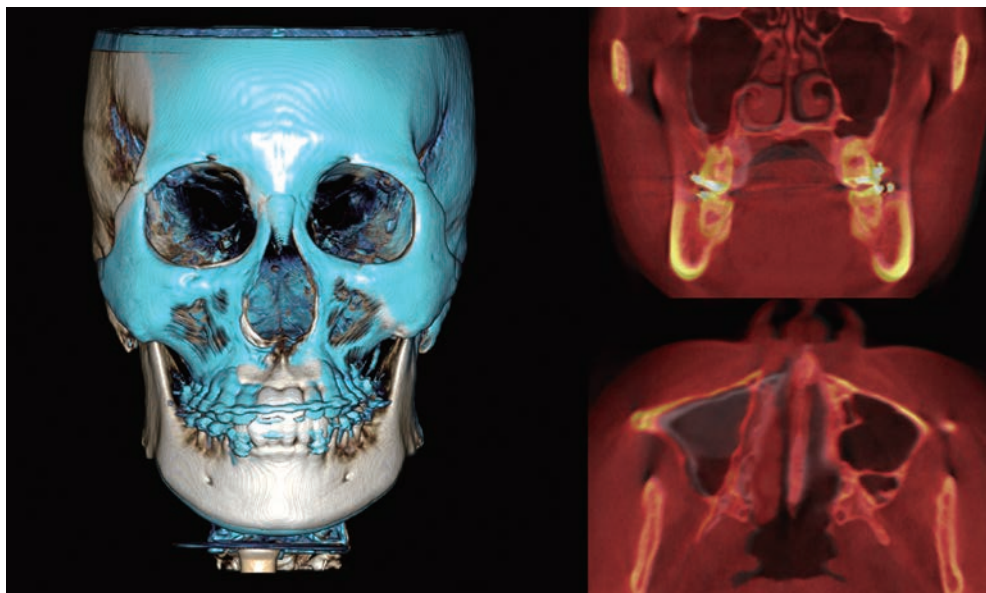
CBCT images of pre-expansion and post-expansion of palate (superimposition).
